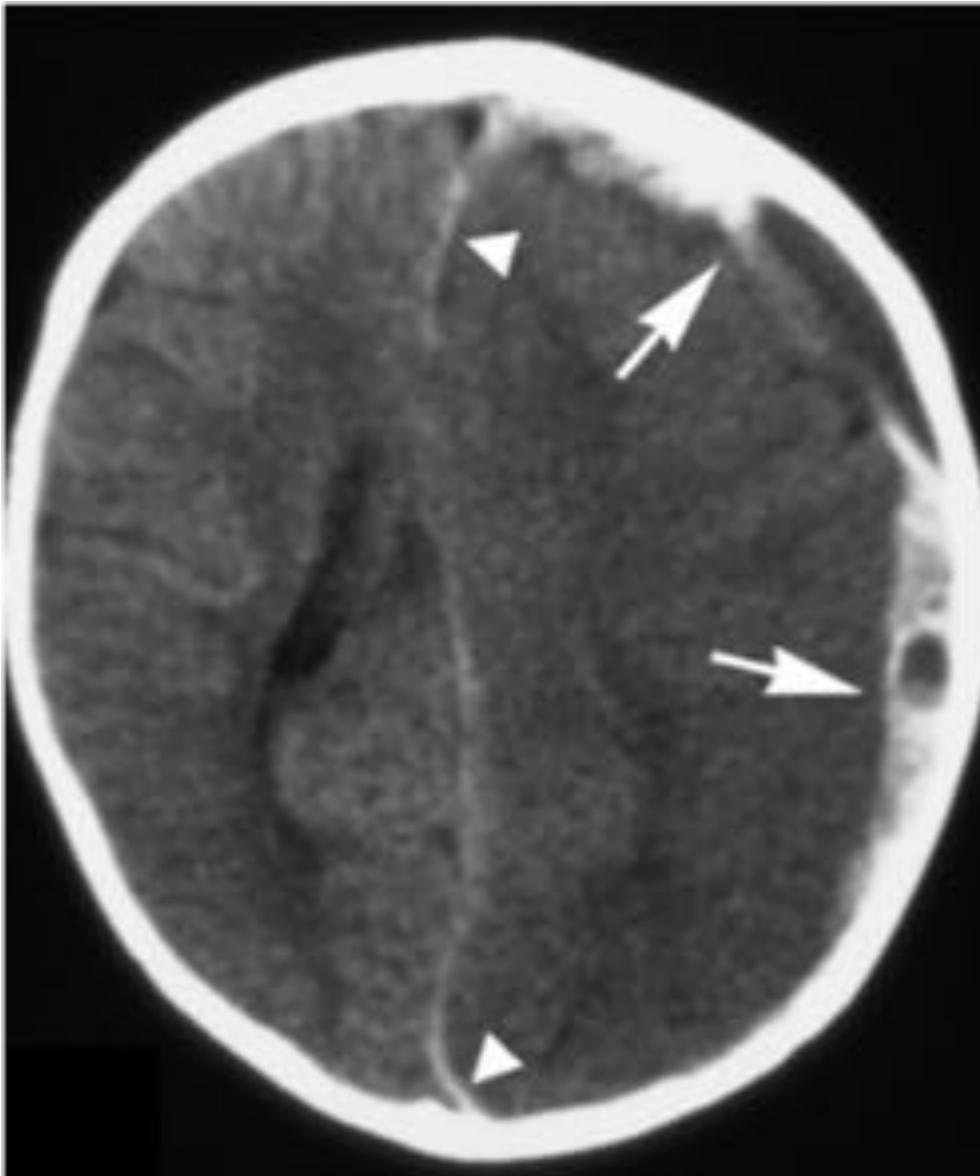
TC de cráneo sin contraste intravenoso tras abuso en niño de 8 meses de edad, muestra hematoma subdural en convexidad izquierda con edema cerebral hemisférico izquierdo asociado así como hemorragia extraaxial interhemisférica.
